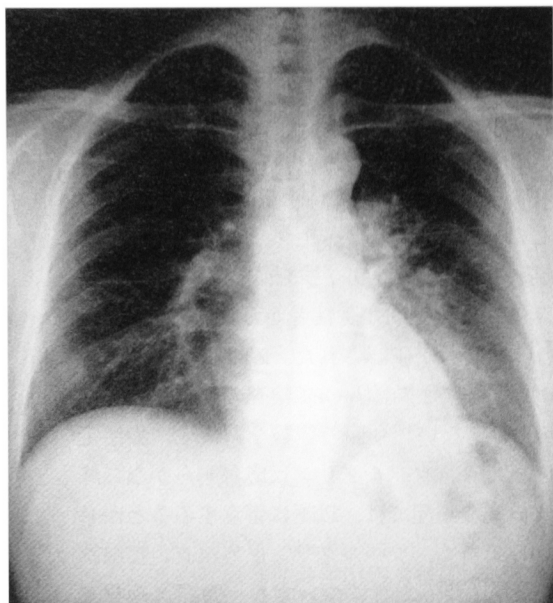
Chest X-ray of the primary patient
